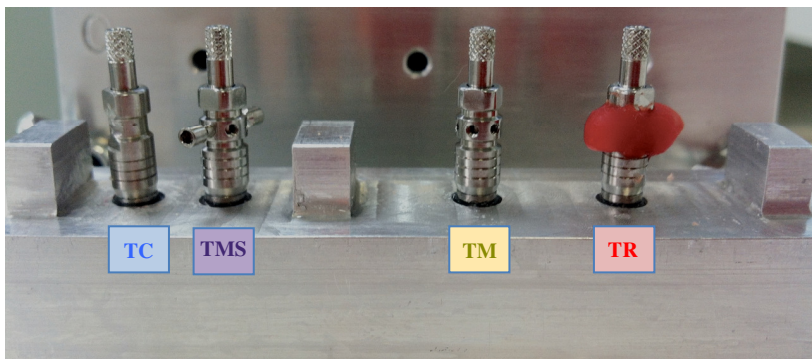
Metal model cast with TC, TMP, TM e TR positioned and screwed onto the implants.
